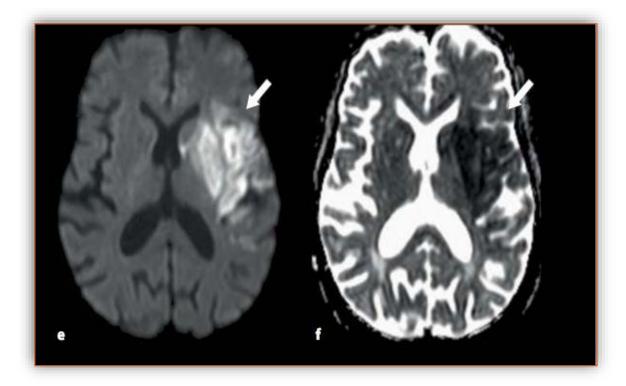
IRM AVC sylvien gauche: diffusion B1000- ADC [28].
